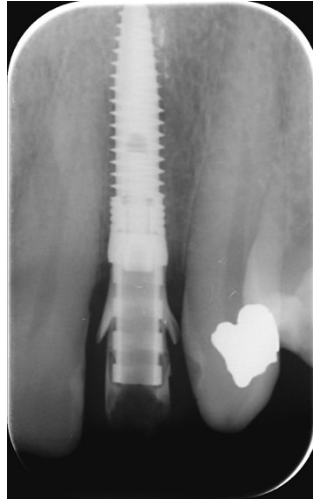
radiografia della provvisorizzazione dell'elemento tramite Umbrella Concept
